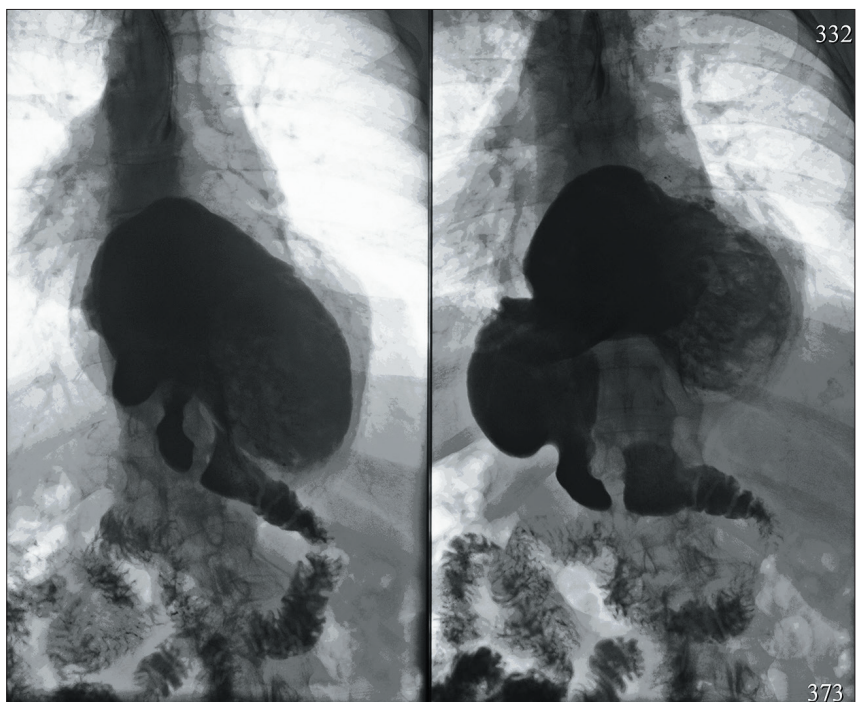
Рентгенологическое исследование ВОПТ.
